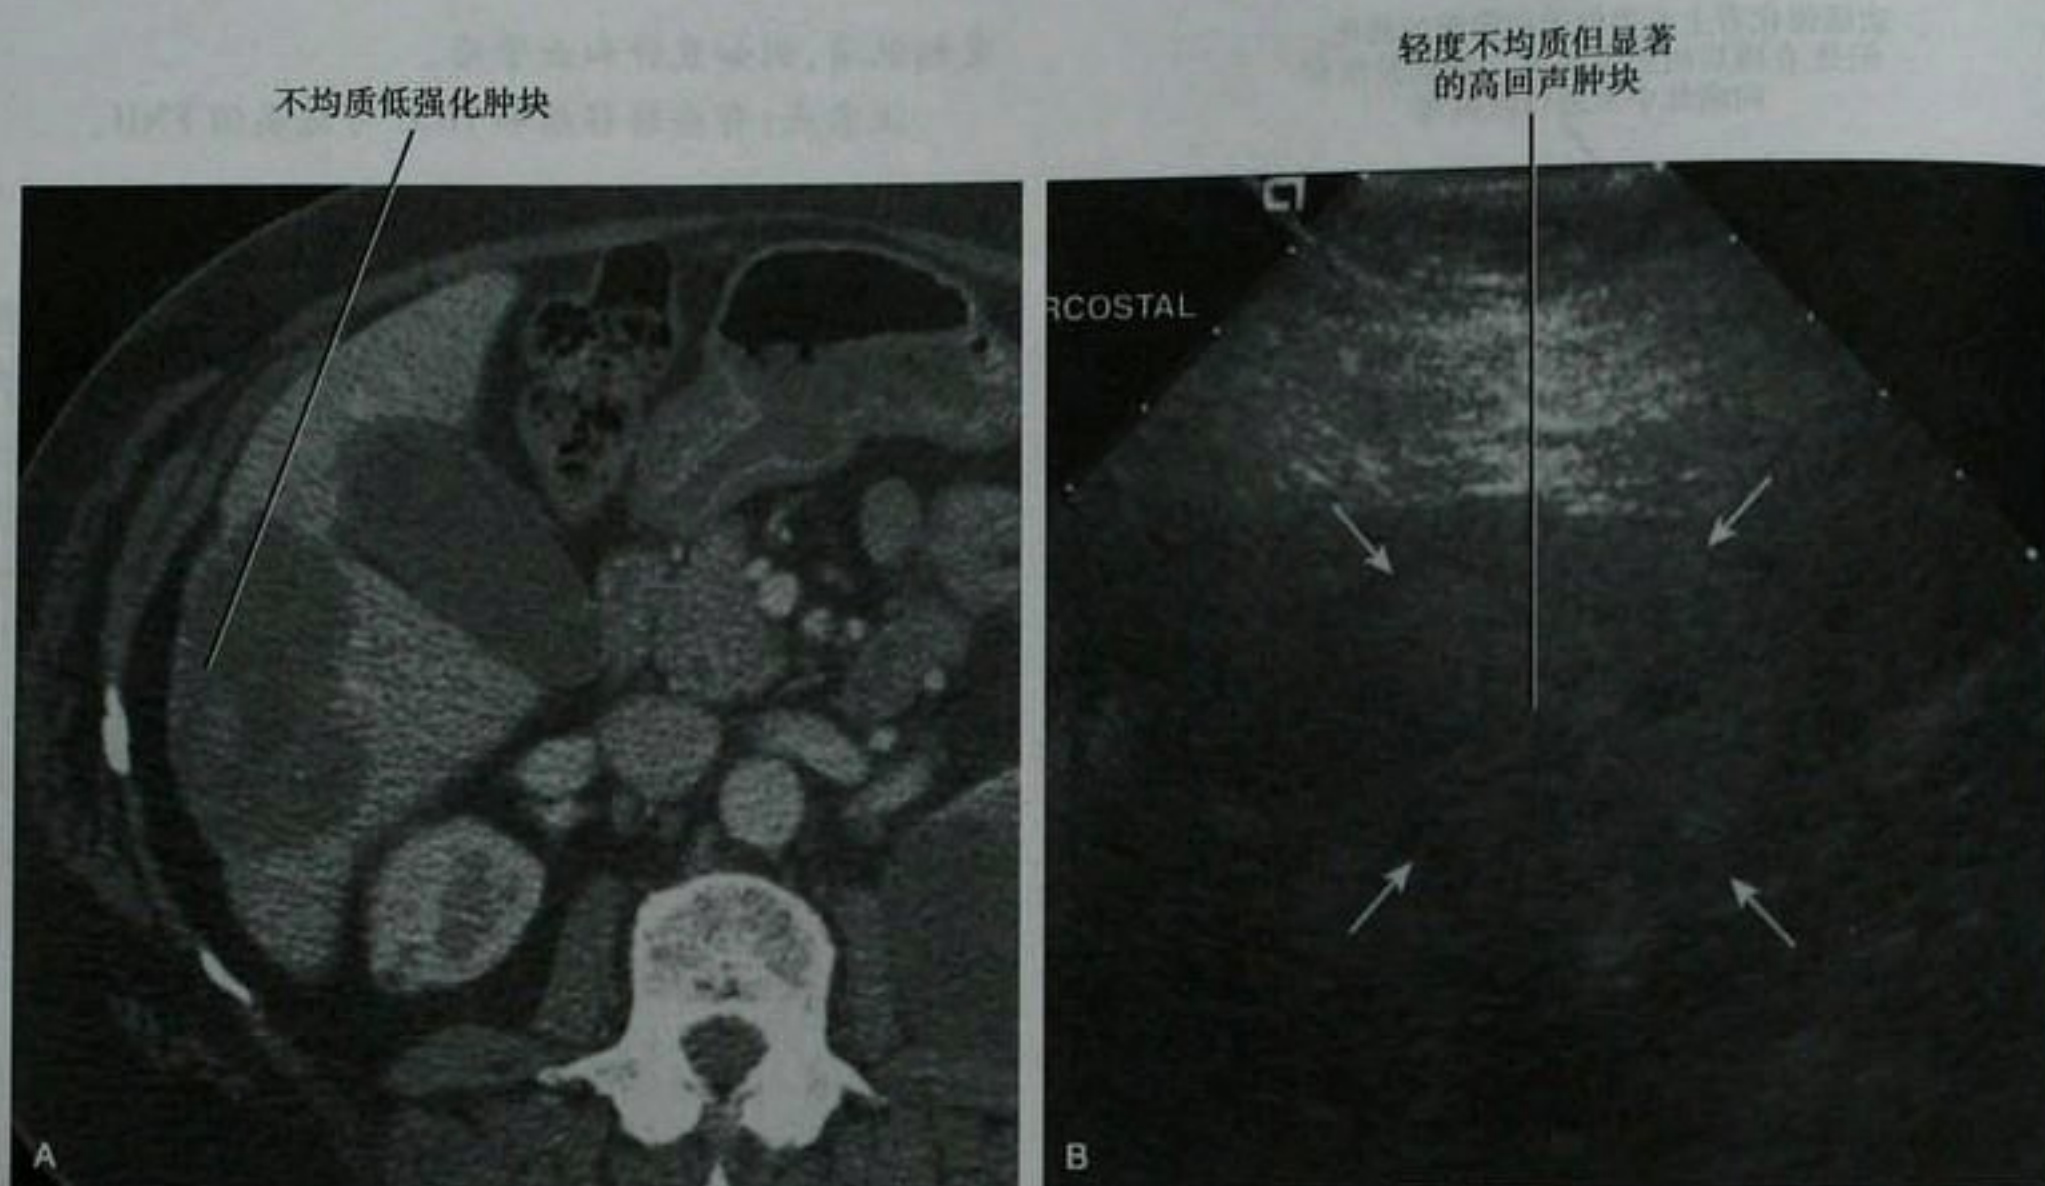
肾脏肿瘤(肾细胞癌)伴硬化型肝血管瘤(最初以为是肝转移瘤)患者的上腹部增强轴位 CT 图像(A)和超声图像(B)。病灶致密纤维化,需两次活检来除外转移瘤的可能。肝脏可见另外典型的血管瘤(此图未展示)
